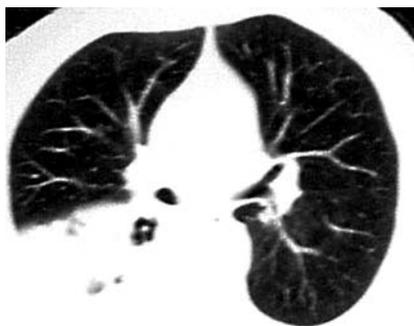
Компьютерная томография грудной клетки (начало 2005 г.).
